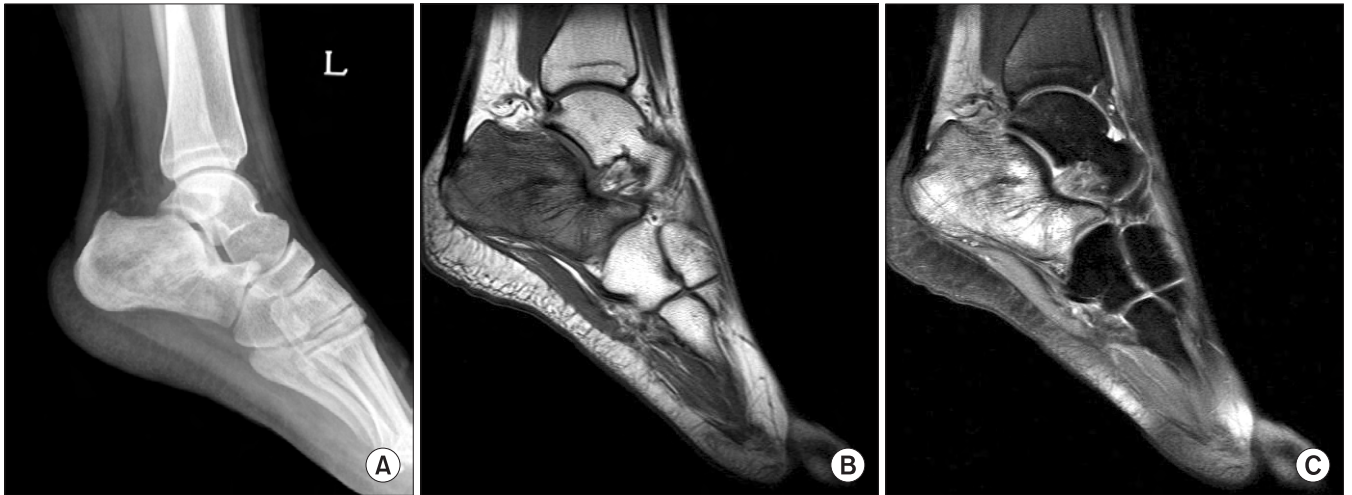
(A) Irregular and sclerotic lesion in calcaneus was found after sprain. (B) T1-weighted MRI of the calcaneus demonstrating low intensity compared to the normal high intensity of bone marrow. (C) T2-weighted MRI of the calcaneus reveal heterogeneous high intensity and extent of marrow infiltration.
